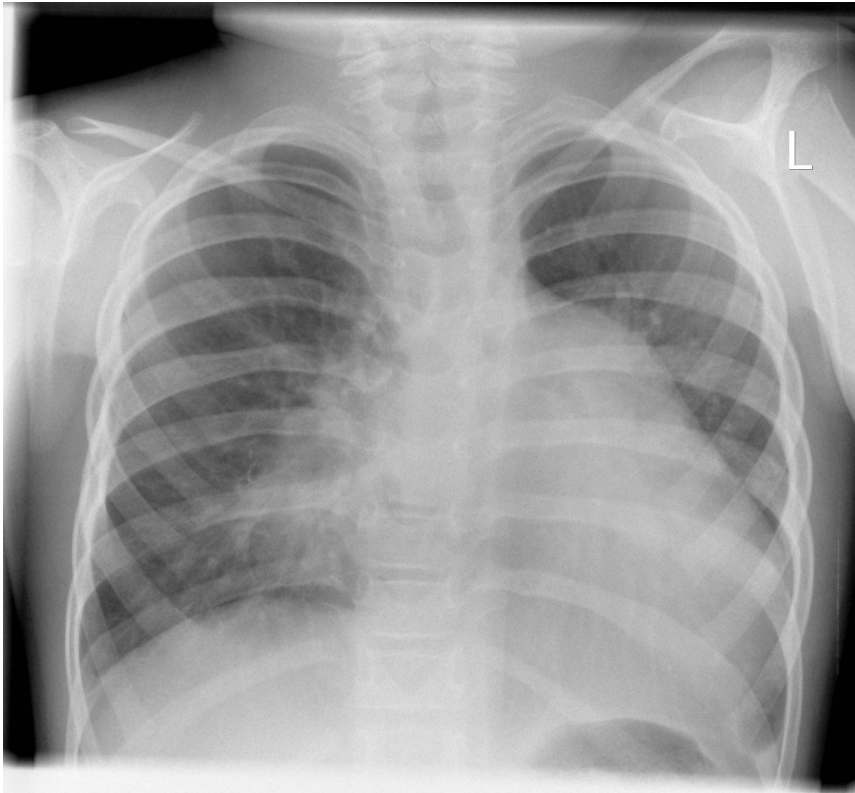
Röntgen Thorax ILD 18
